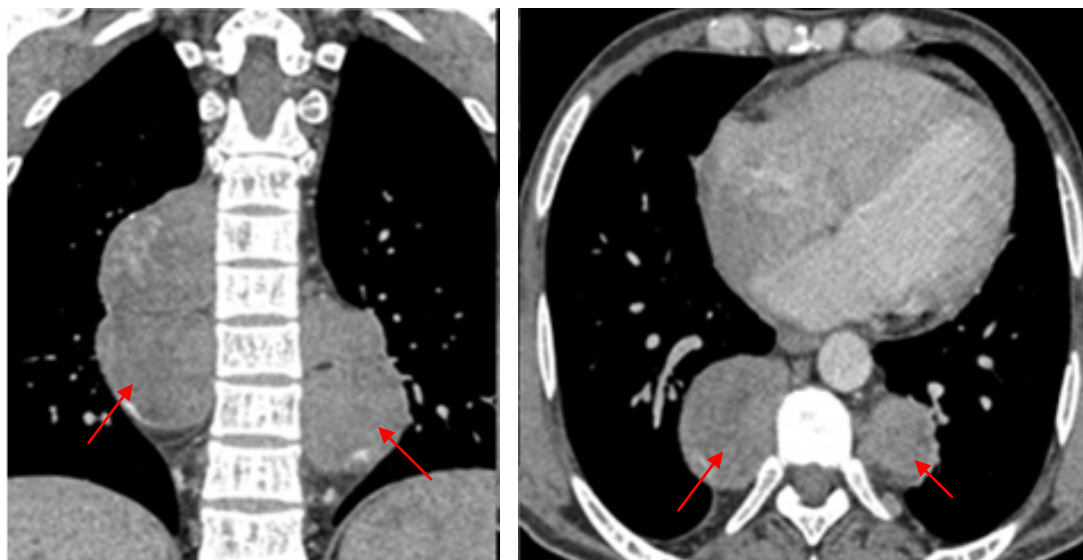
TDM thoracique : Masses médiastinales para vertébrales bilatérales (flèche rouge) comblant les gouttières costo-vertébrales, hétérogènes sièges de quelques zones graisseuses chez un patient suivi pour anémie chronique évoquant une hématopoïèse extra médullaire
